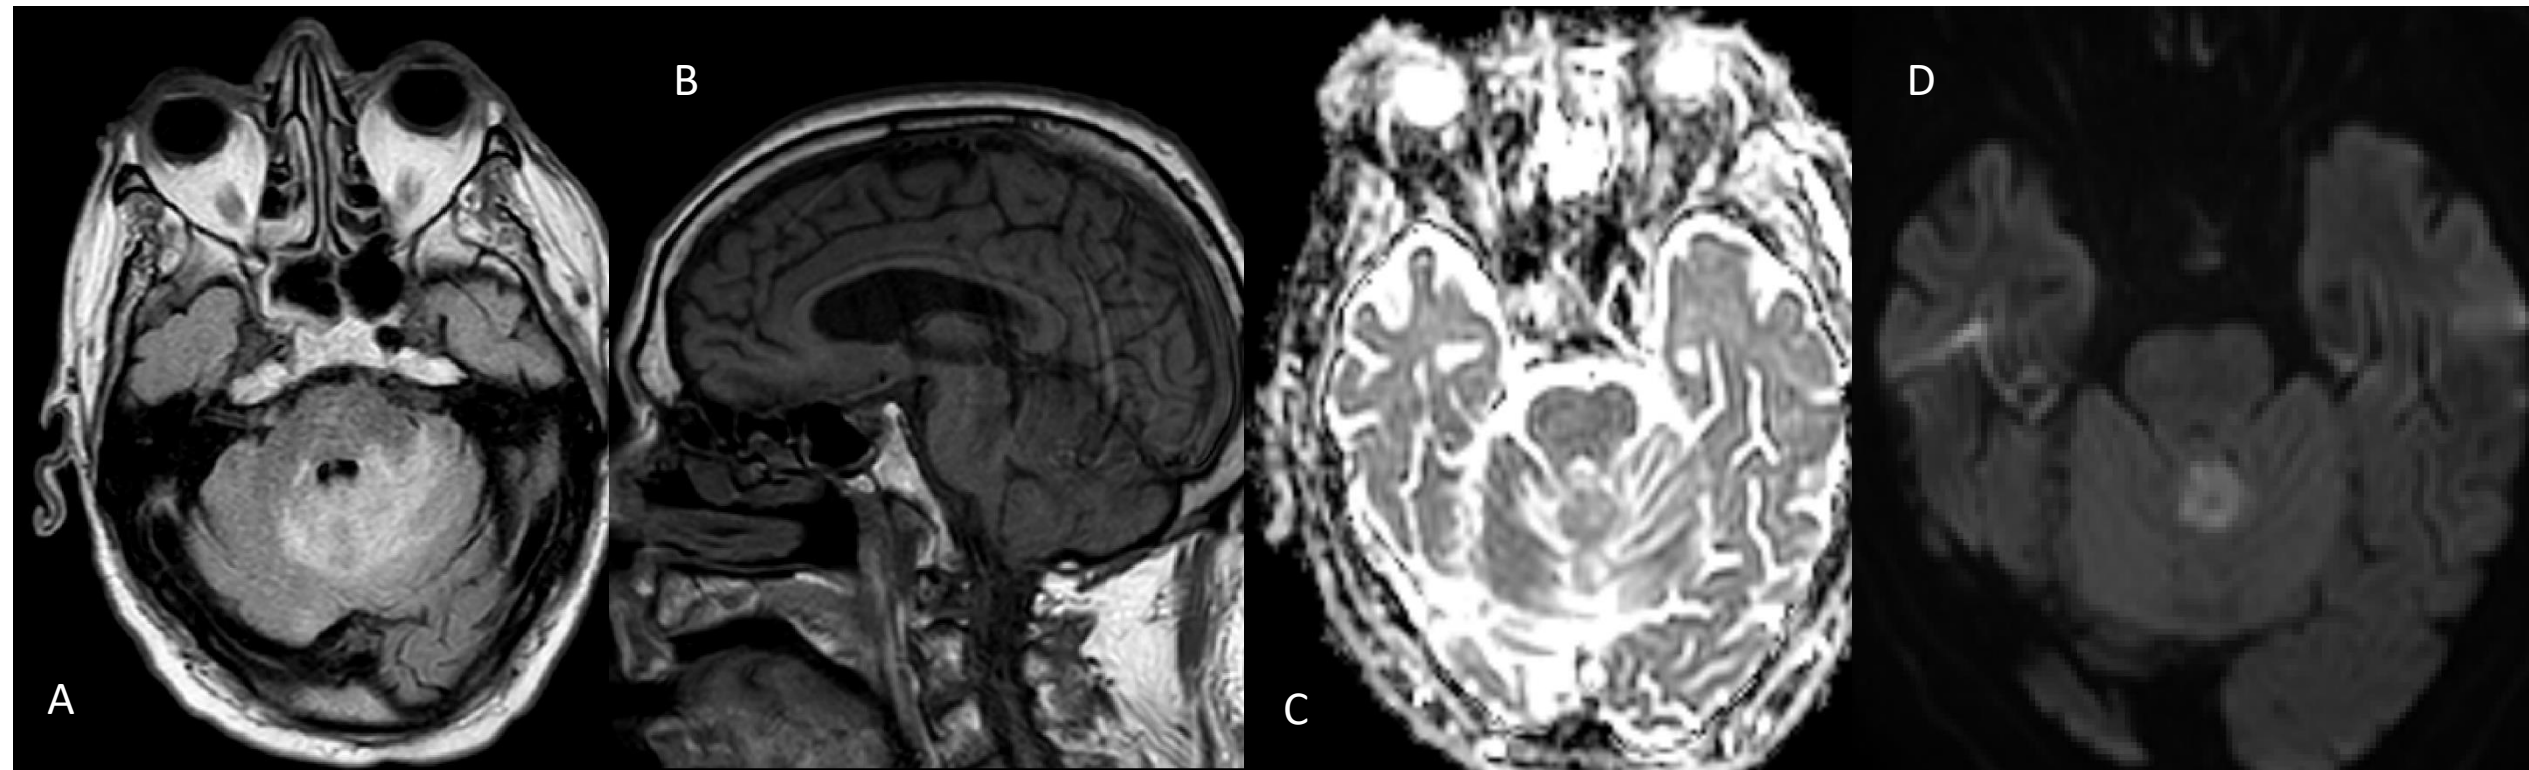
Tuberculosis intraaxial - absceso. A: RM axial potenciada en T2/FLAIR (BRAIN VIEW – BW): Aumento de señal pedúnculo cerebeloso izquierdo y área de cerebritis. B: RM sagital T1 TSE: Hipodensidad tronco encefálico. C/D: RM DWI factor B-1000/mapa ADC: Restricción de la difusión en la región central del tuberculoma localizado en hemisferio cerebeloso/vermis.
